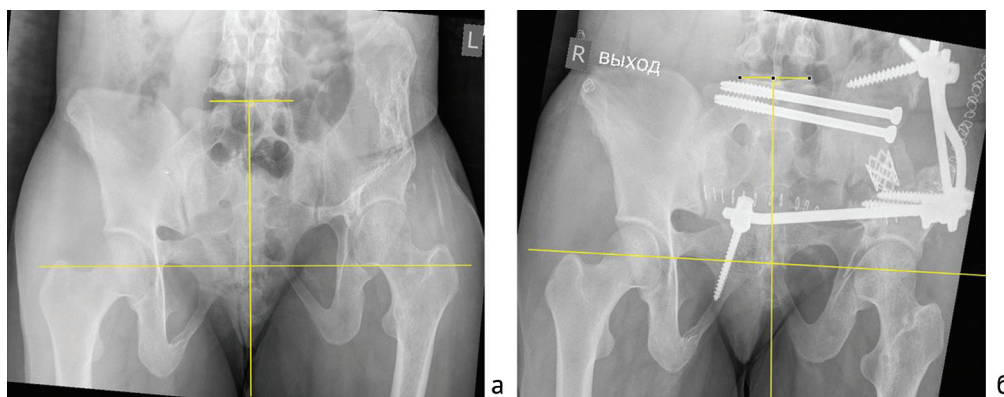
Рентгенограммы таза в прямой проекции до операции (а), после реконструкции тазового кольца (б). Позиция вертлужных впадин во фронтальной плоскости восстановлена
